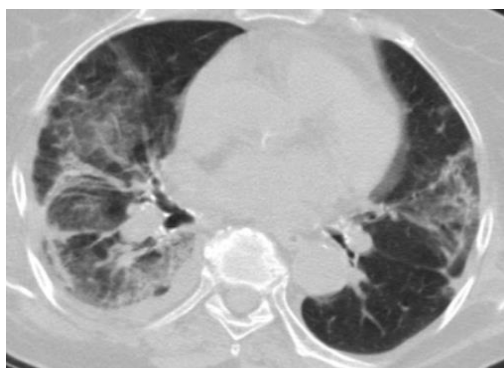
Дані КТ-ОГП хворої З. на 41-ий день хвороби.
